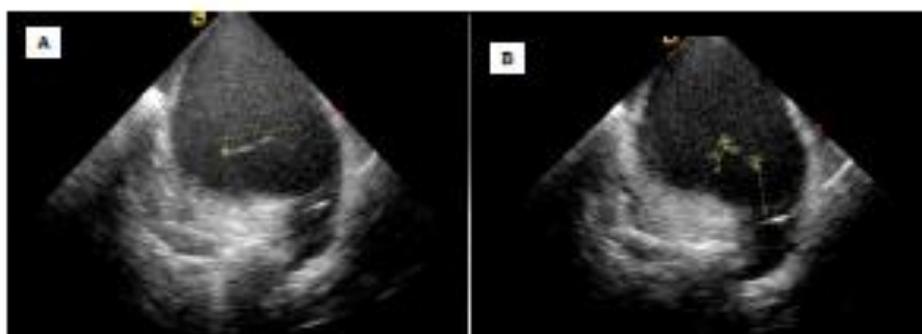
Imagem do ecocardiograma Intracardiaco mostrando trombo no átrio esquerdo (pontilhado amarelo) aderido ao cateter decapolar circular (Lasso®) localizado na veia pulmonar superior esquerda.
